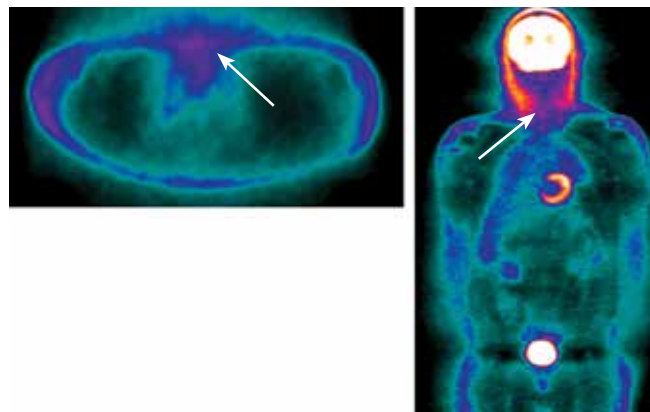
Контрольная позитронная эмиссионная томография (ПЭТ) от сентября 2021 г. (через 9 мес от начала терапии). Полный клинический ответ на фоне лечения. Зафиксирована полная ПЭТ-ремиссия. Стрелками указаны зоны, где ранее определялся опухолевый процесс
